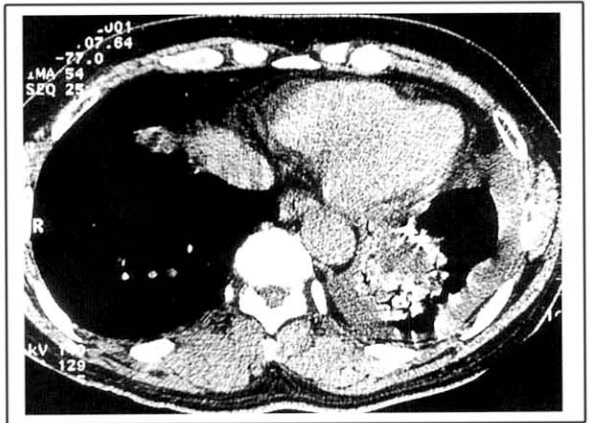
High-resolution computerized tomography demonstrates the left pleural effusion and fissural effusion associated with patchy parenchymal consolidation of the left lower lobe. No evidence of lymph node enlargement is visible.
